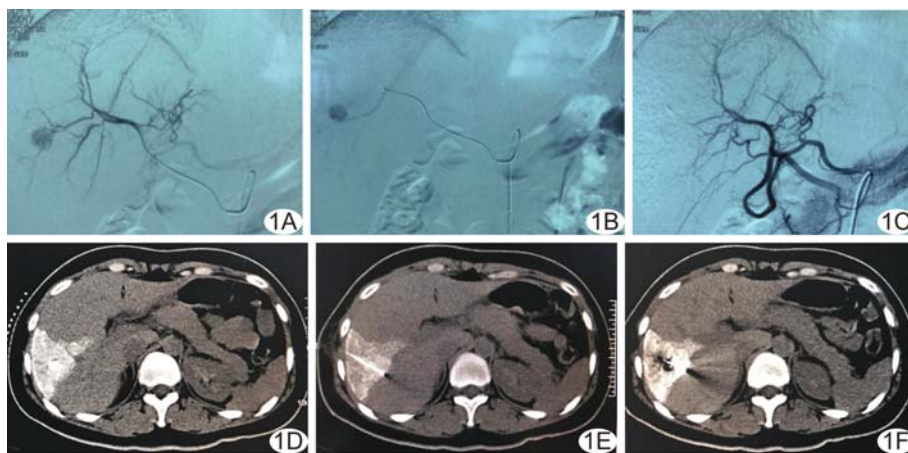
肝血管平滑肌脂肪瘤 A~C. 肝动脉造影示肝右叶结节状异常染色灶, 以微导管超选择至肝右动脉(肿瘤供血动脉)予以栓塞(A、B)后异常染色消失(C); D~F. CT 定位肝内病灶(D)后以微波消融针穿刺病灶(E)进行消融, 消融后复查示消融区覆盖原病变范围, 无明确出血征象(F)
